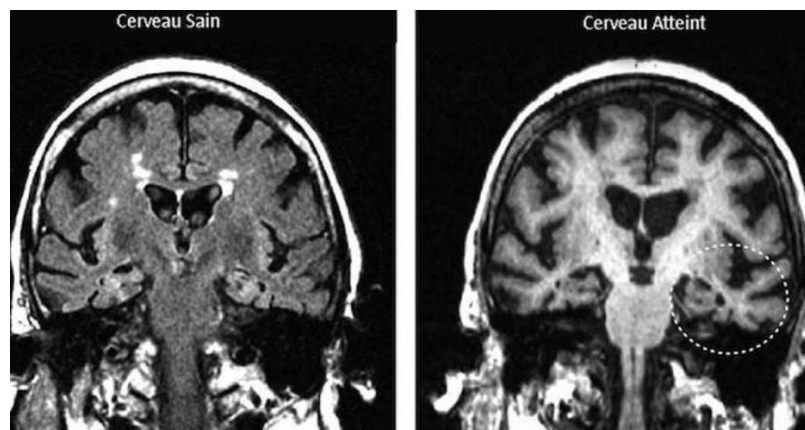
IRM d'un cerveau sain et d'un cerveau malade.
